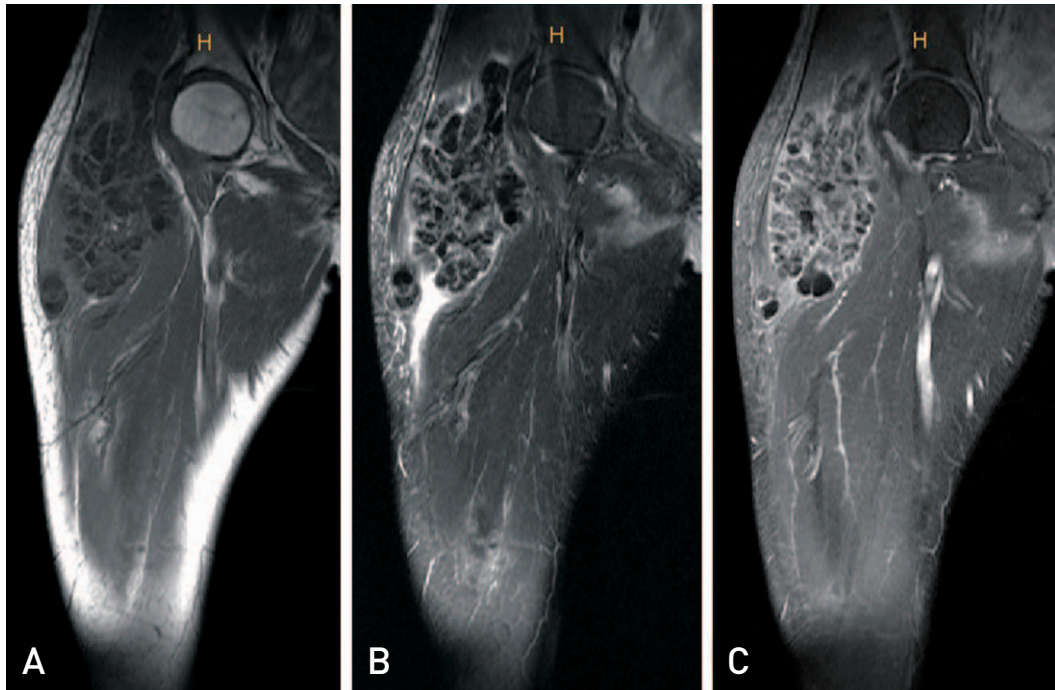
(A) Coronal non-contrast T1-weighted image through the pelvis demonstrates 6.7×6.6×13.4 cm sized multiple conglomerated low signal mass around right iliotibial band, vastus lateralis and iliopsoas muscle. There was no definite enhancement in the lesion. (B) Coronal non-contrast T2-weighted image demonstrates dark signal mass. (C) Coronal T1-weighted enhance image shows no definite enhancement in the lesion.
